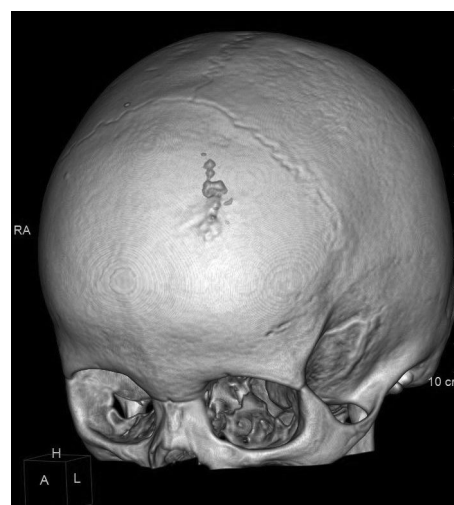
КТ головного мозга пациентки А. (9 лет). Объемная реконструкция, обызвествления мягких тканей головы в области лобной кости (собственные данные).
